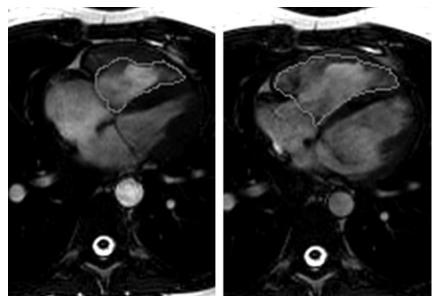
la IRM demuestra el contorno de endocardio en sístole y en diástole (4)
